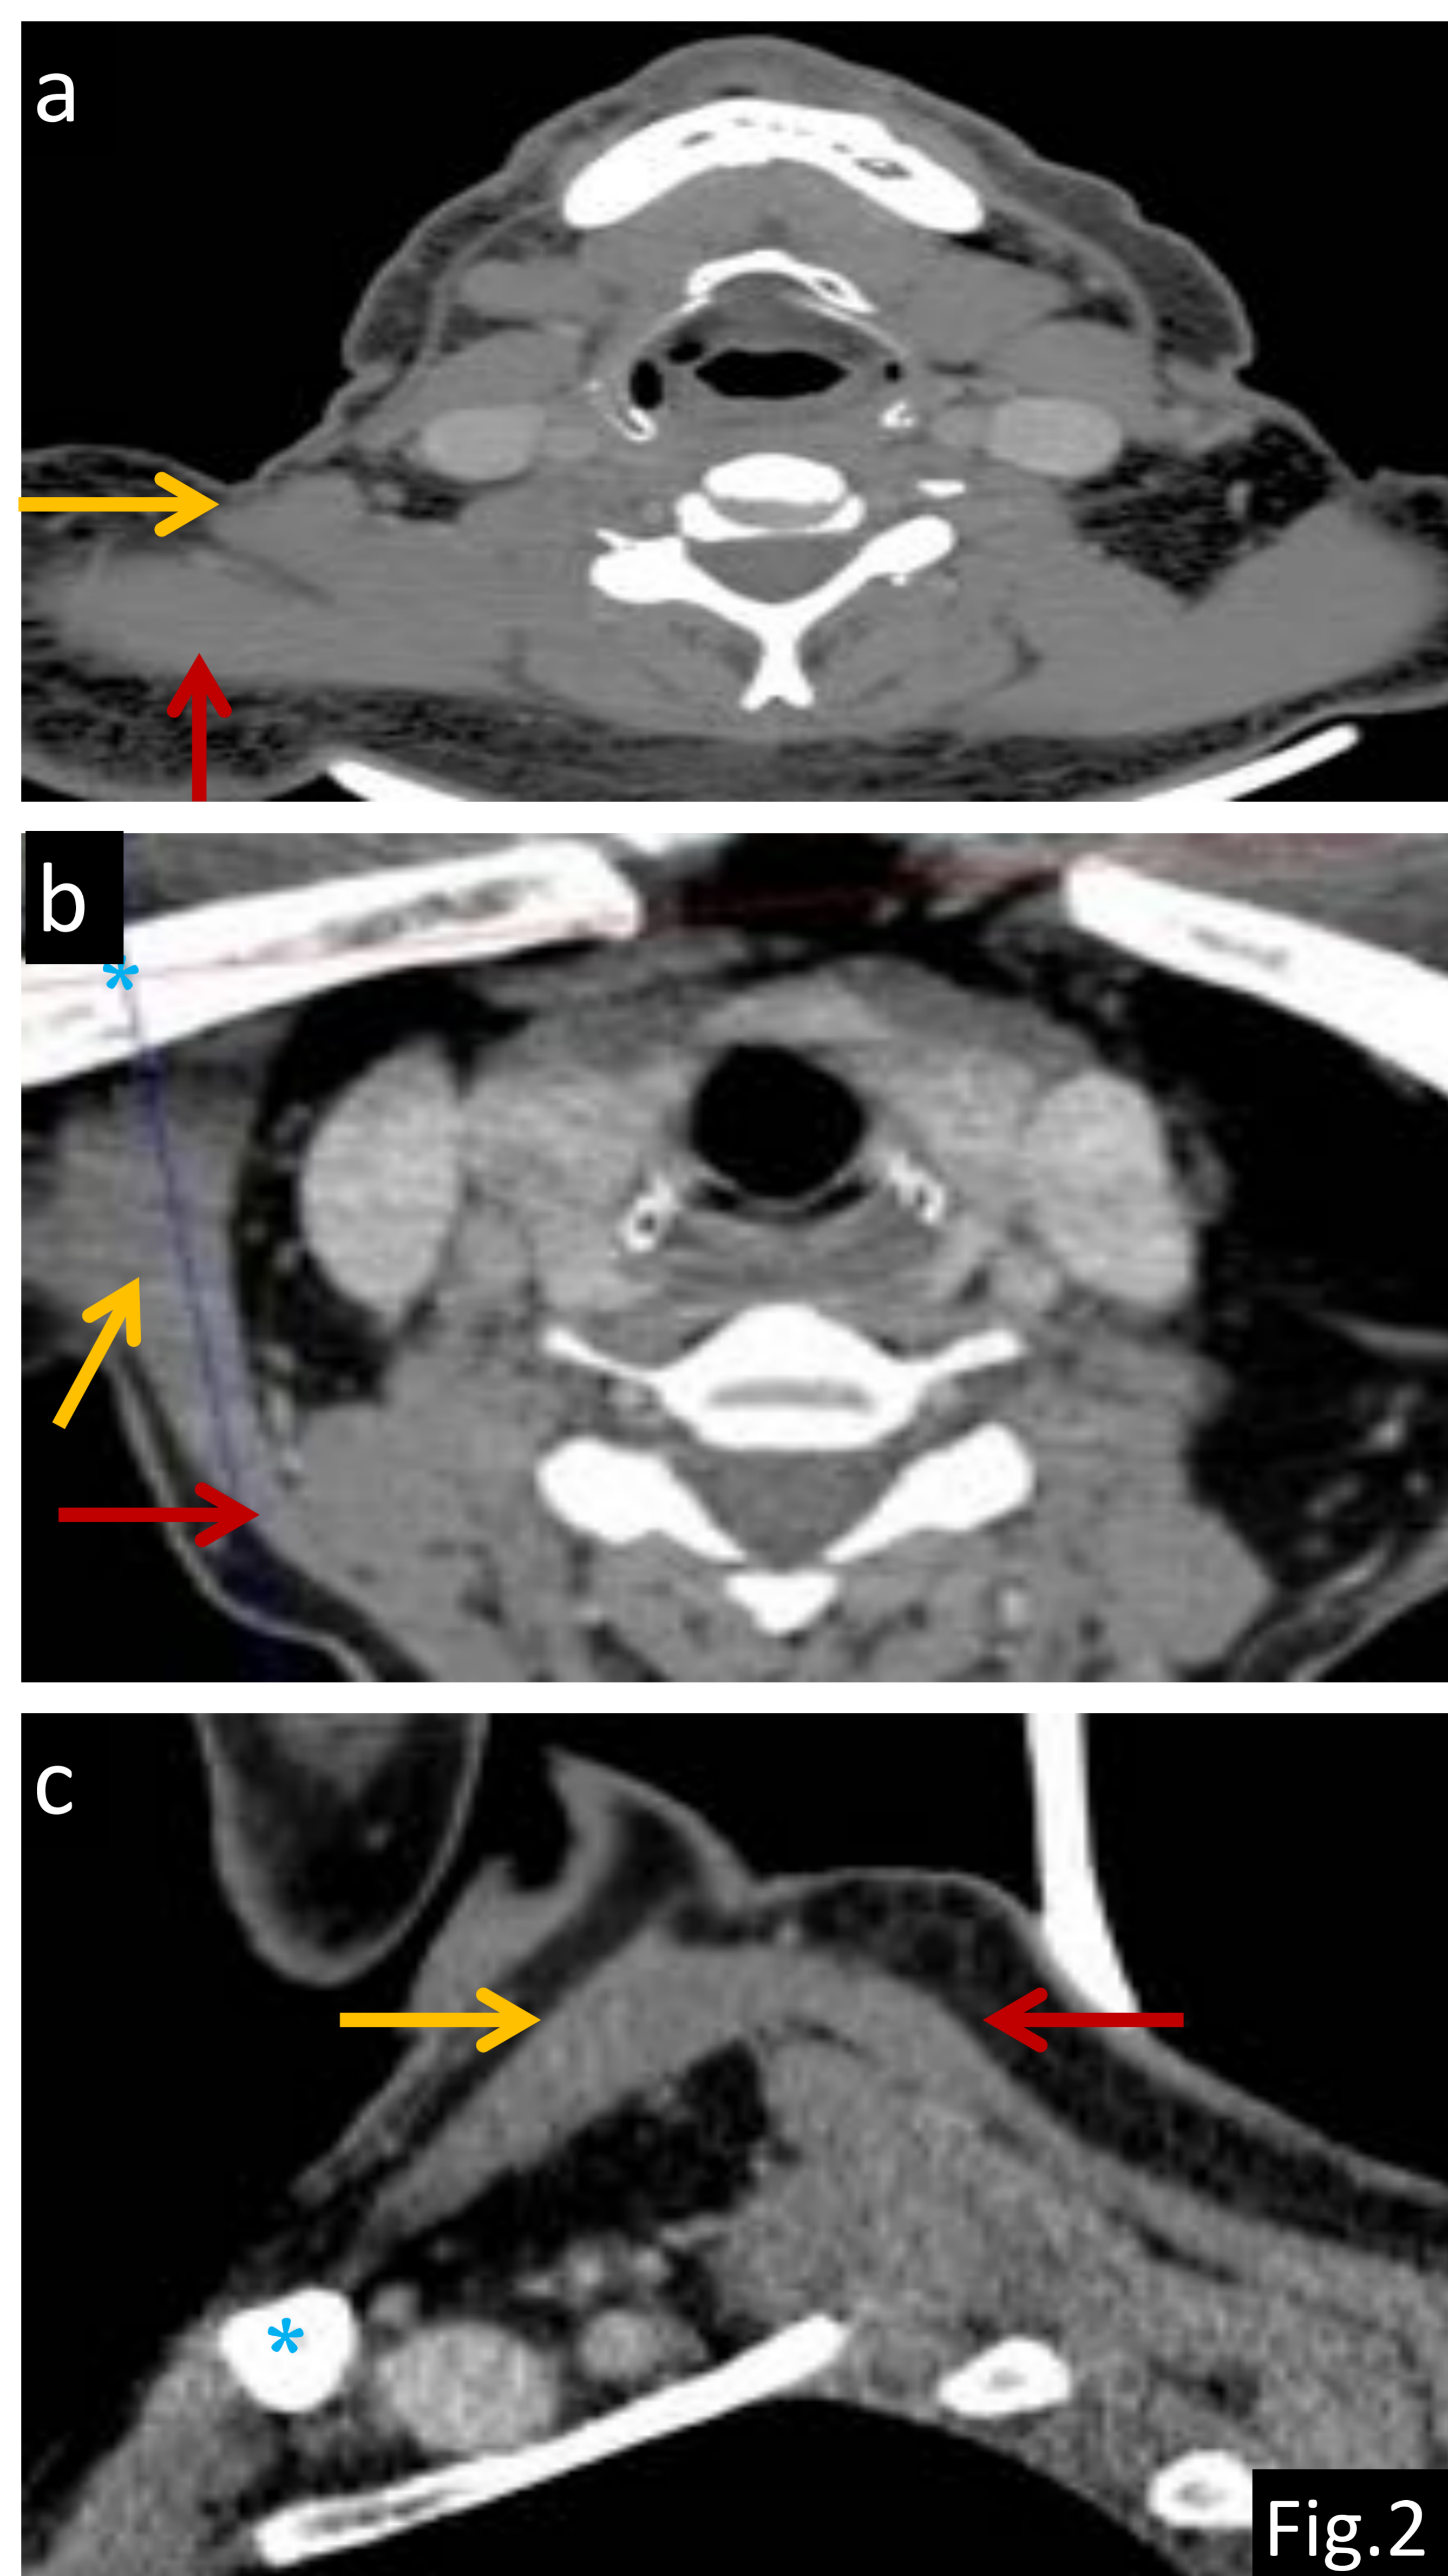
Paciente de 56 años con presencia de una masa supraclavicular izquierda. a) TC axial, b) TC oblicuo axial y c) TC sagital: se muestra un músculo supernumerario (flecha amarilla) que se origina del músculo trapecio (flecha roja) con una inserción anterior en el tercio medio de la clavícula (asterisco azul).
